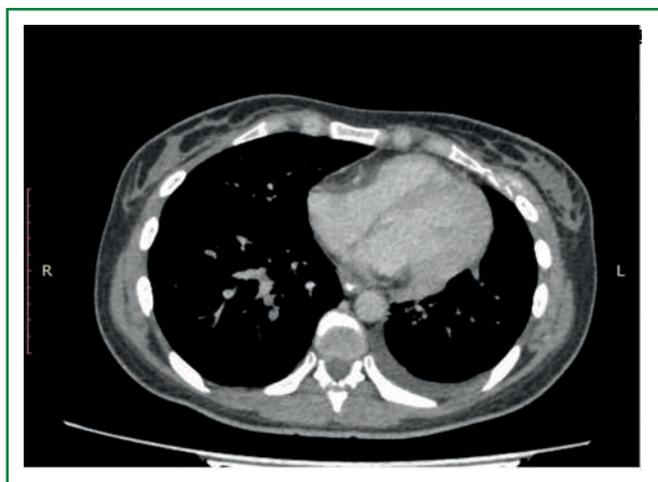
МСКТ ОГК. ТЭЛА сегментарных и субсегментарных ветвей правой легочной артерии
